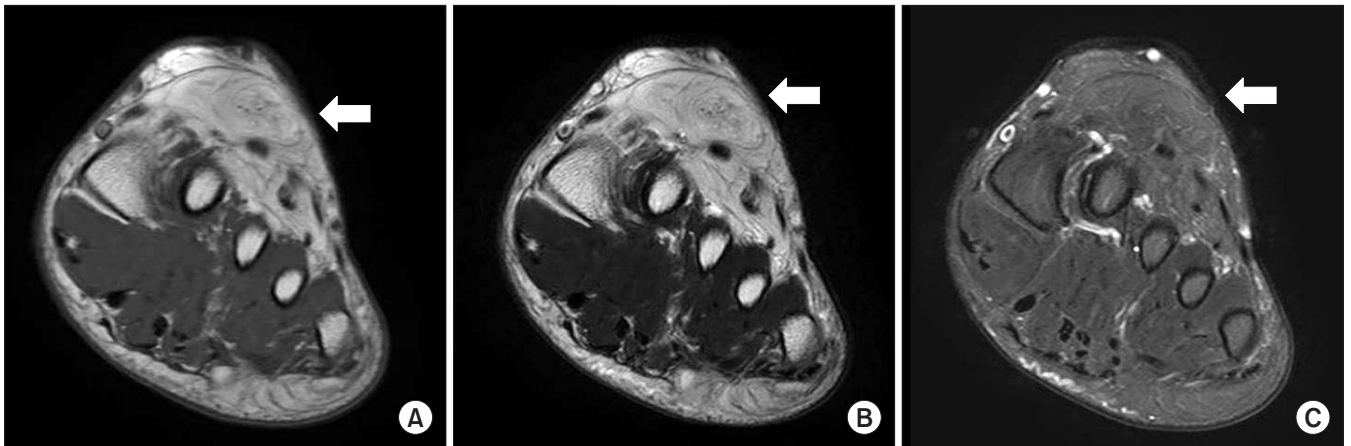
Coronal magnetic resonance imaging of the forefoot showing an enlarged superficial peroneal nerve (white arrows). (A) Nerve fascicles of the superficial peroneal nerve are surrounded by fat tissue with high signal intensity within nerve sheath on T1-weighted imaging. T2-weighted image showing fat tissue with intermediate signal intensity (B) and low signal intensity on T2 fat suppressed image (C).
